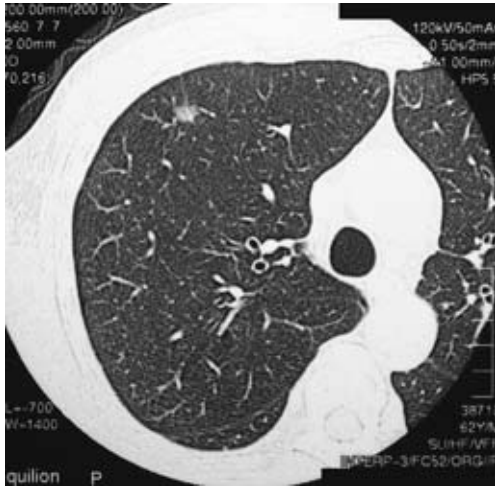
The finding of chest high resolution CT (HRCT). This shows a ground glass opacity (small nodular shadow) in the right upper lobe (S³).
